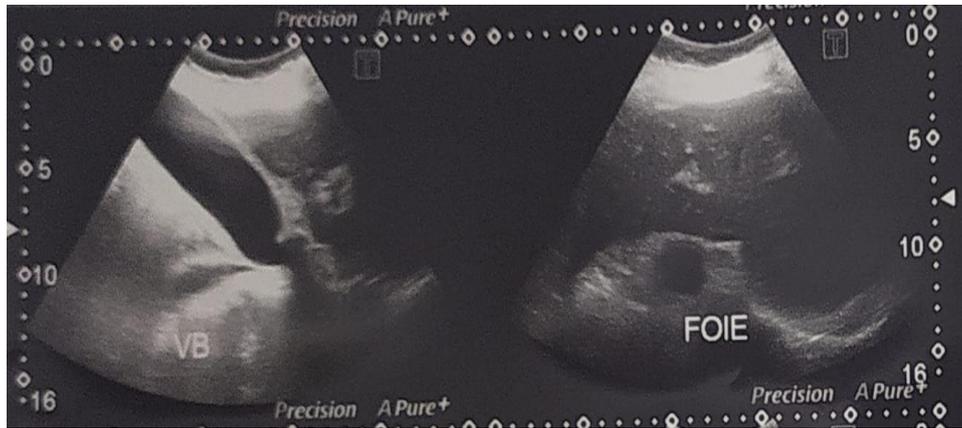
image échographique d'une vésicule d'aspect coudé.
